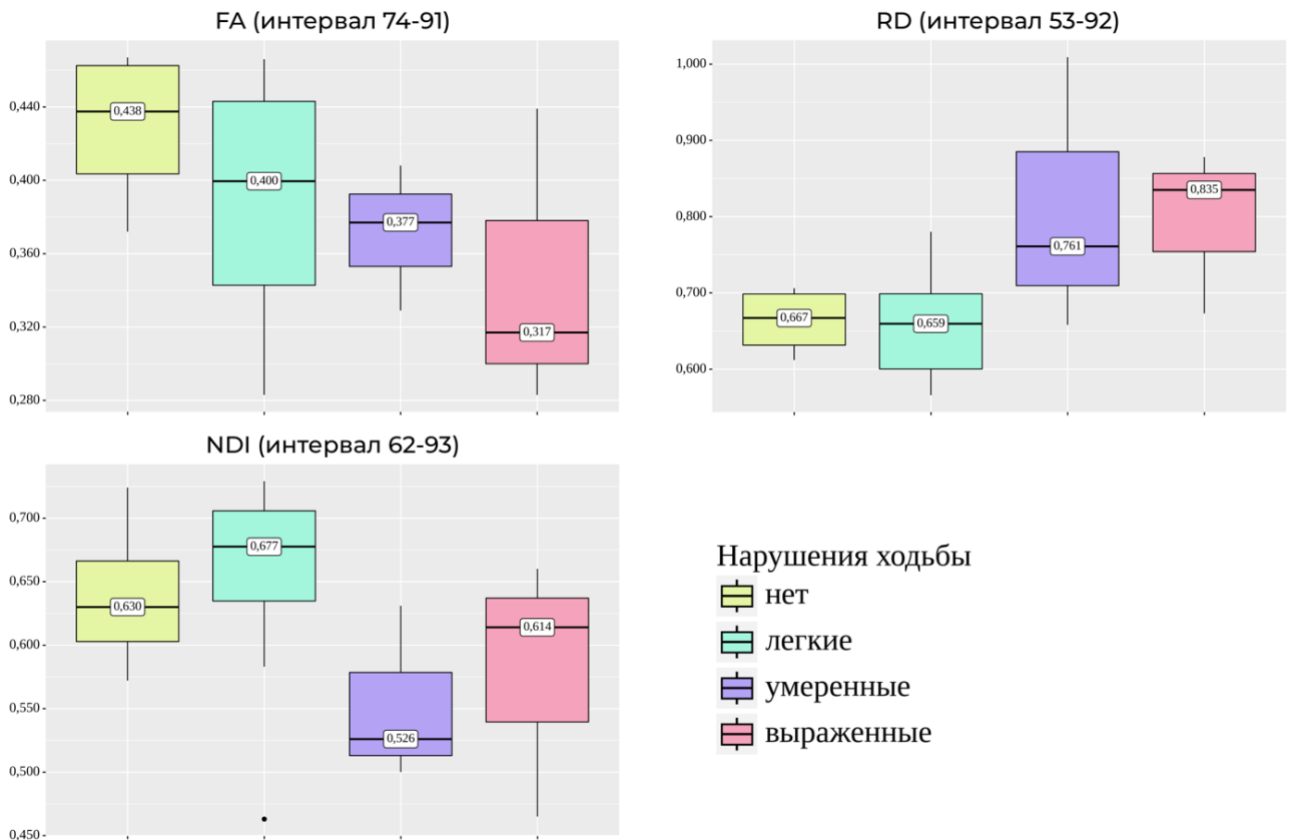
Пример некоторых диффузионных метрик левого КСТ, которые не показали статистически значимых различий, но имели тенденцию к нарастанию выраженности изменений с увеличением степени нарушений ходьбы.
